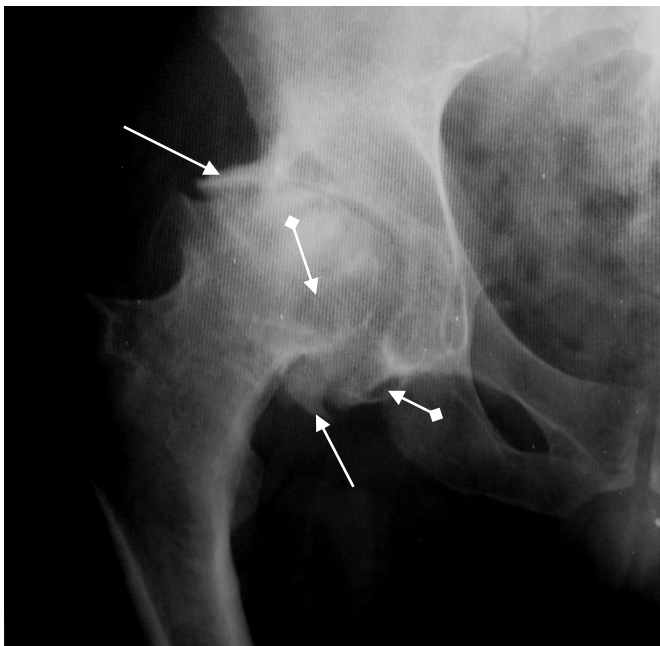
Прицельная рентгенограмма правого тазобедренного сустава в прямой проекции. Отмечаются сужение и деформация суставной щели, краевые костные разрастания (стрелки), деформация головки бедренной кости, субхондральный остеосклероз, кистовидные образования в головке бедренной кости и крае вертлужной впадины (ромбовидные стрелки). Резко выраженный деформирующий артроз правого тазобедренного сустава
